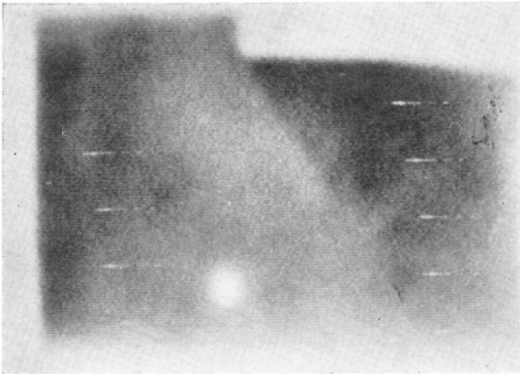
(A) X-ray television image with this system of the lung
